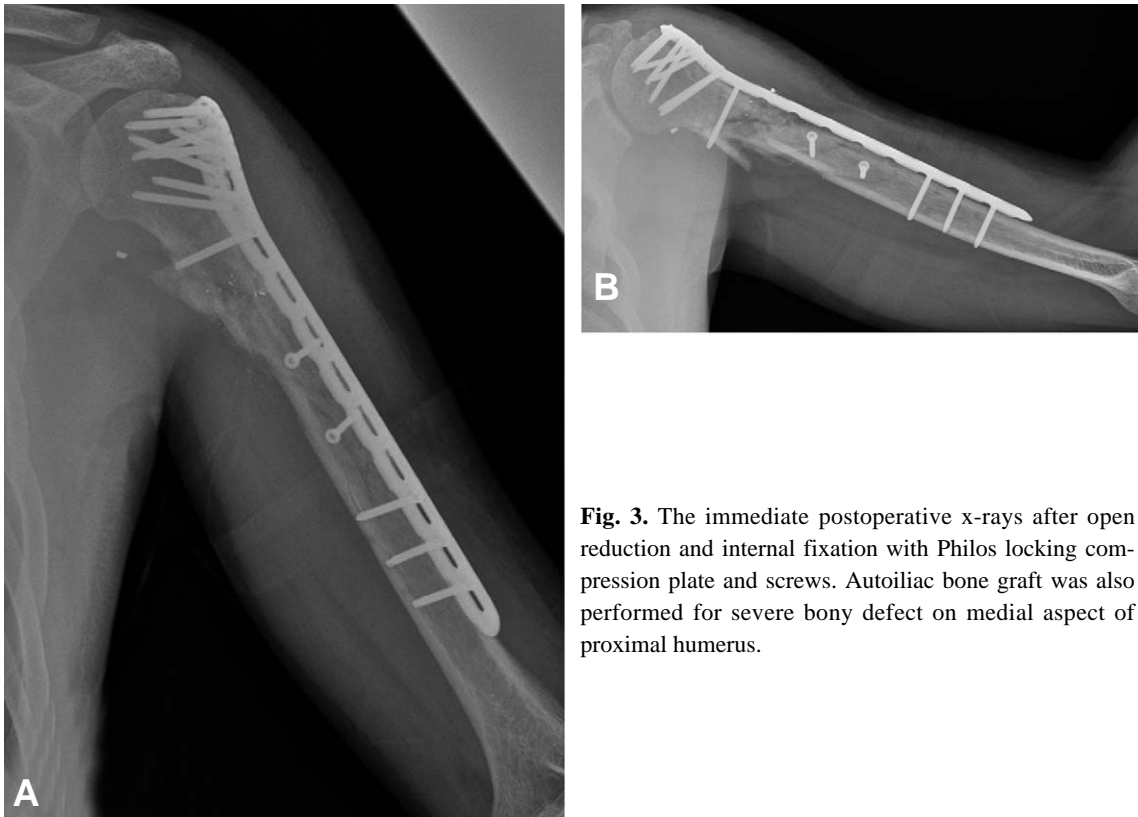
The immediate postoperative x-rays after open reduction and internal fixation with Philos locking compression plate and screws. Autoiliac bone graft was also performed for severe bony defect on medial aspect of proximal humerus.
